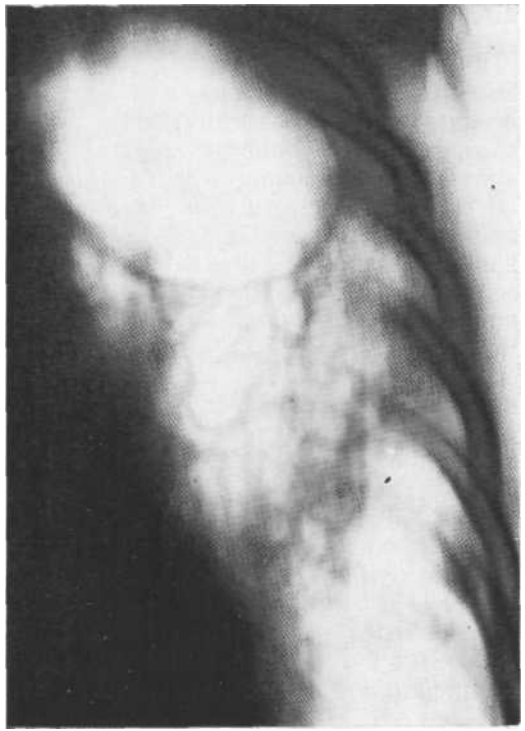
Томограмма в прямой проекции. Раздутая каверна в верхней доле слева, отличающаяся от санированной каверны большим обсеменением в пределах левого легкого. Видны кавернукулы.
